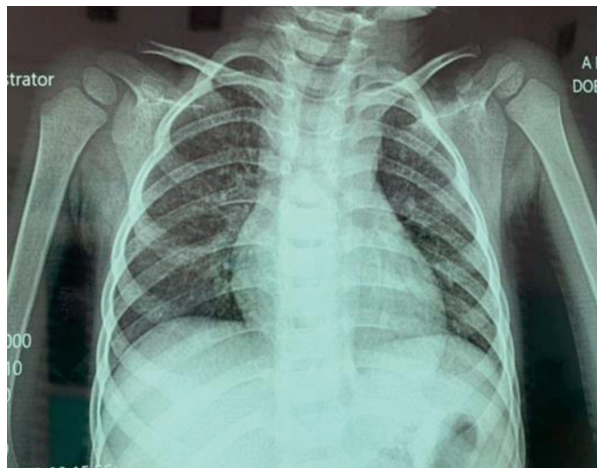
Рентгенограмма органов грудной клетки Р.А., 2 года, 9 месяцев при поступлении в детское отделение НЦФ.
